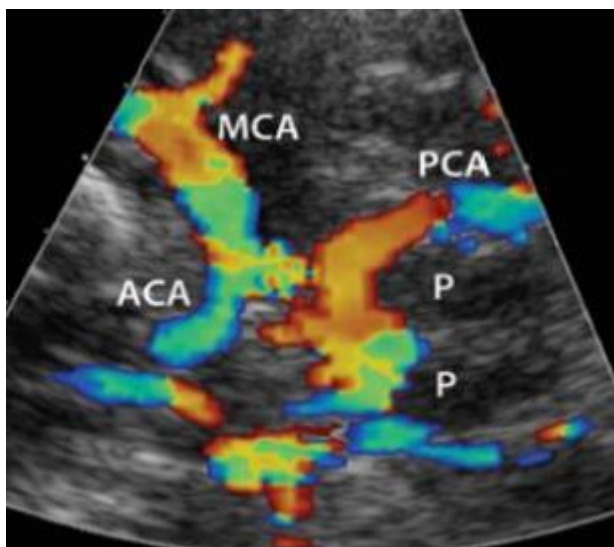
Eco-Doppler transcranico che valuta il Circolo di Willis. ACA: Arteria cerebrale anteriore; PCA: arteria cerebrale posteriore; MCA: arteria cerebrale media; P: Arteria comunicante posteriore.
